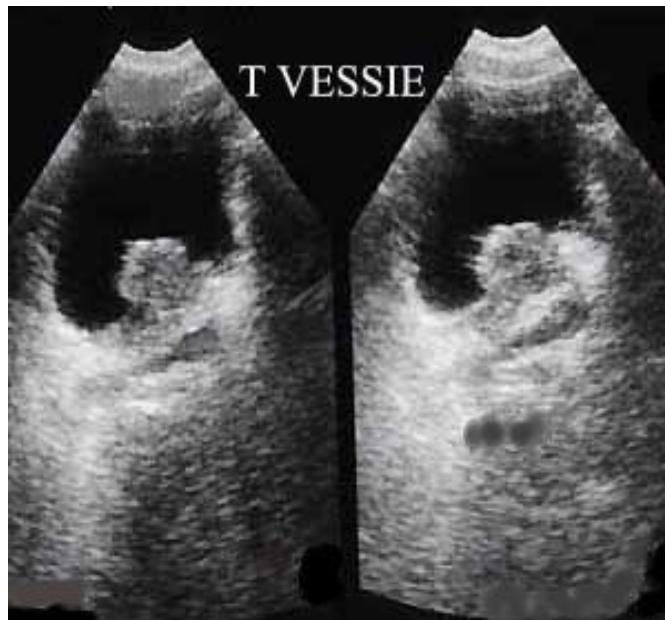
Tumeur de l'échographie. [48]
